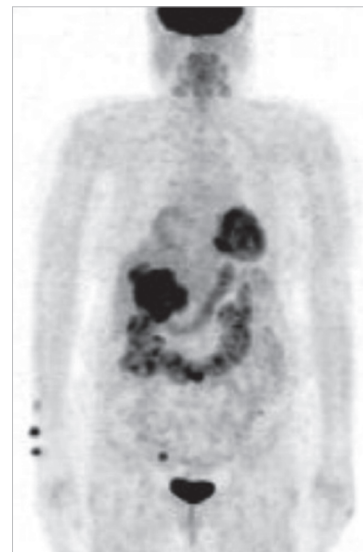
PET-CT shows highly active lesion in right adrenal area.
